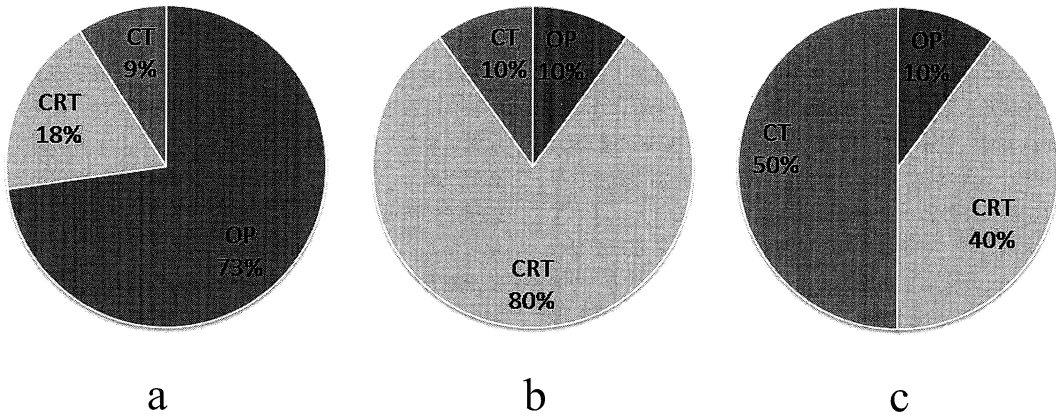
Comparison of CT-treatments and PET-treatments.
